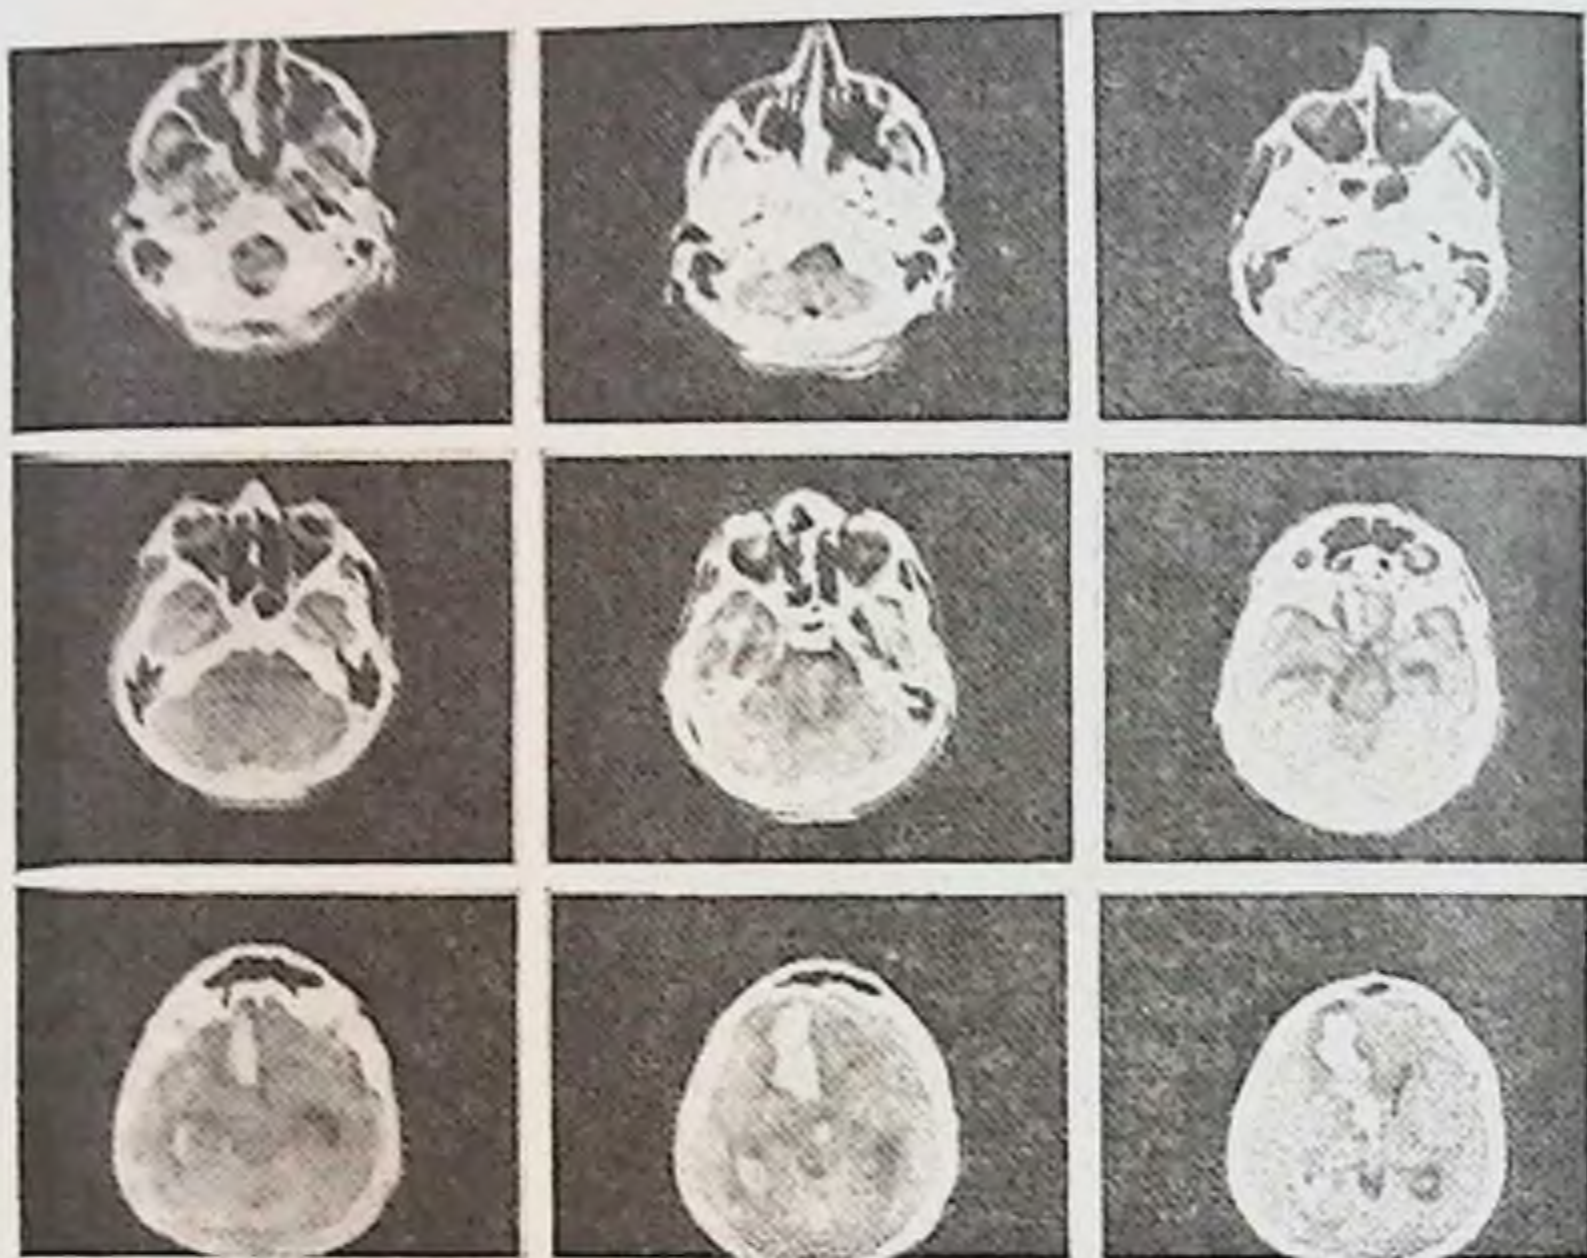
Срезы компьютерной томограммы мозга. Разрыв аневризмы передней мозговой артерии. Внутримозговая гематома лобной доли и прорыв крови в левый боковой желудочек мозга.
